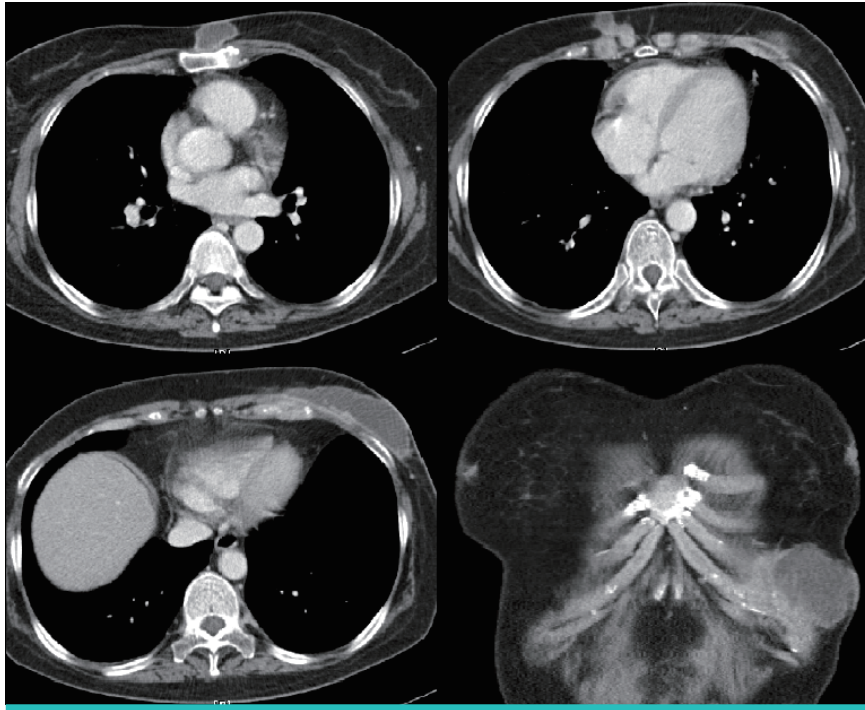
After 40 days of fluconazole 400 mg/d treatment, contrast-enhanced CT scan shows a more enlarged abscess at the left anterior chest wall (9.0×5.8×5.7 cm) and smaller abscesses at the right and sternal area (1.5×1.5 cm and 2.6×2.2 cm).
